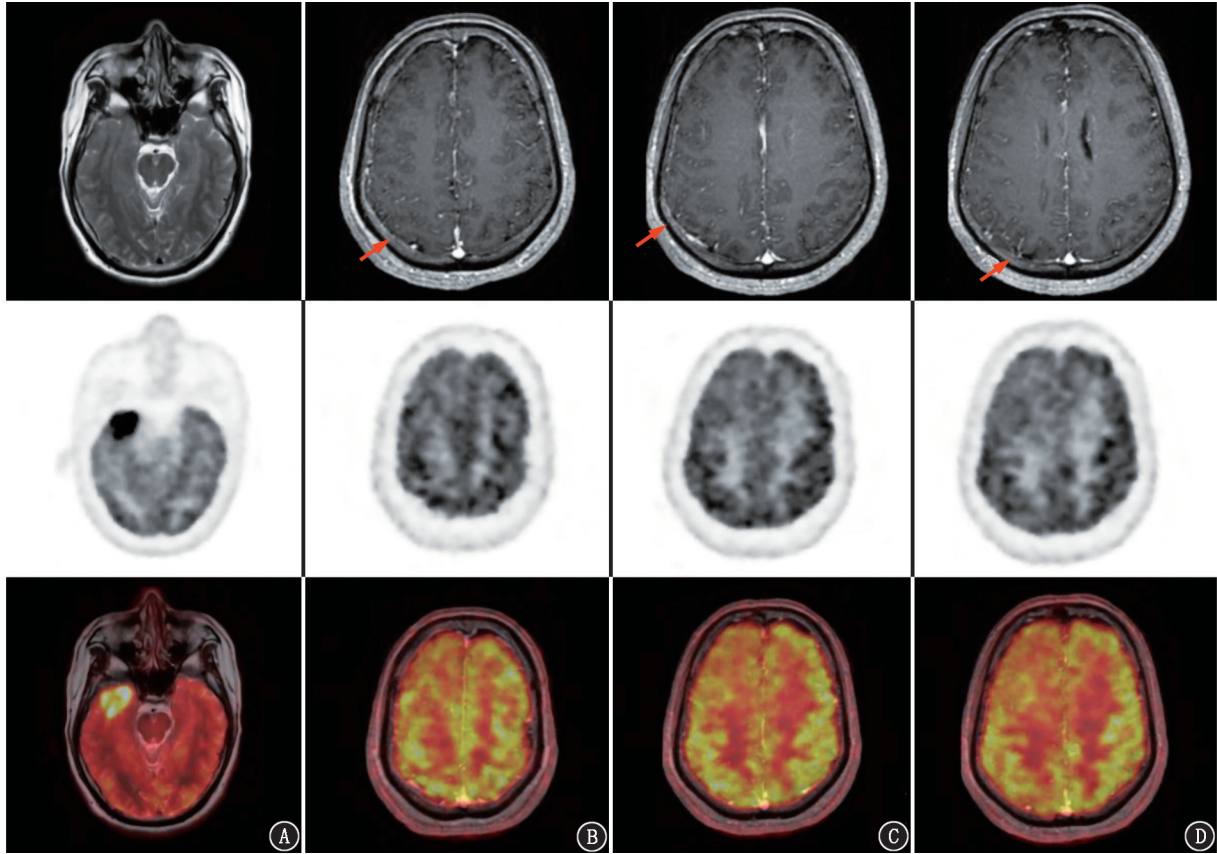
肥大细胞肉瘤同时累及肺及中枢神经系统患者(男,50岁)PET/MR 异机融合图像(箭头示病灶)。A.右侧颞叶异常信号与PET所示高摄取部位基本一致;B~D.双侧大脑半球软脑膜弥漫性强化区域,右侧颞叶可见 $^{18}\text{F}$ -FDG代谢弥漫性减低,其余未见明显 $^{18}\text{F}$ -FDG异常摄取
